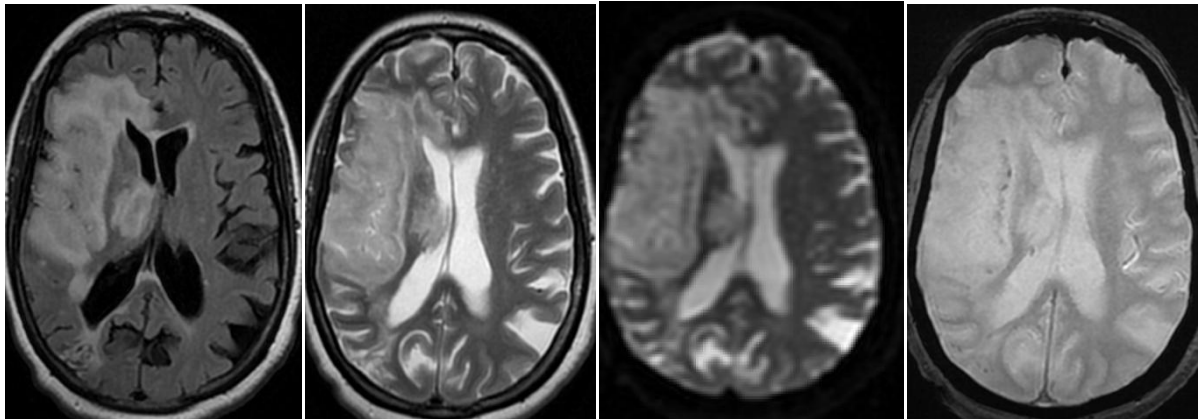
Angio-IRM objectivant un AVCI constitué de l'artère sylvienne droite chez une patiente de notre série.
